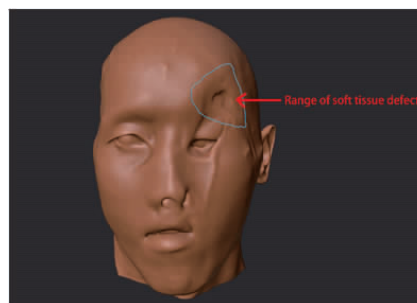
根据面部扫描模型在 CT 模型上标记的软组织缺损范围
